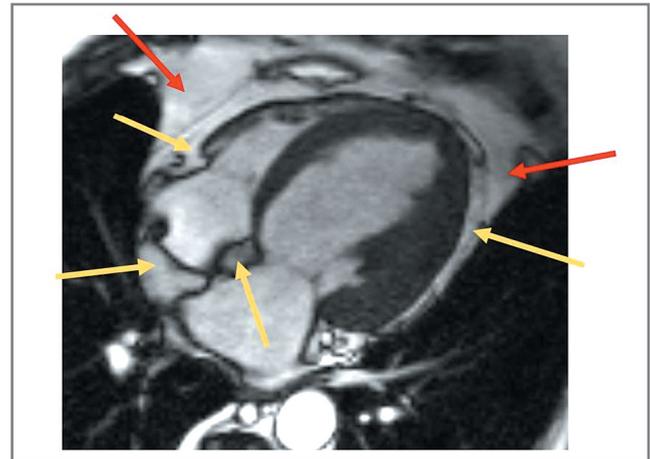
МРТ сердца: кино-МРТ, 4-камерная длинная ось ЛЖ. Красная стрелка указывает на паракардиальный жир (внутригрудной), желтая – эпикардиальный жир, в том числе в проекции правой атриоventрикулярной борозды, МПП, задней стенки правого предсердия.
